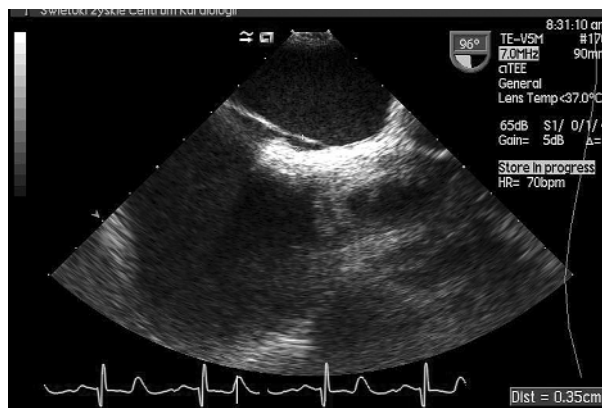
Badanie echokardiograficzne przezprzełykowe. Projekcja podłużna wysoka. Widoczny kanał przetrwałego otworu owalnego utworzony przez grubą przegrodę wtórną i cienką przegrodę pierwotną
